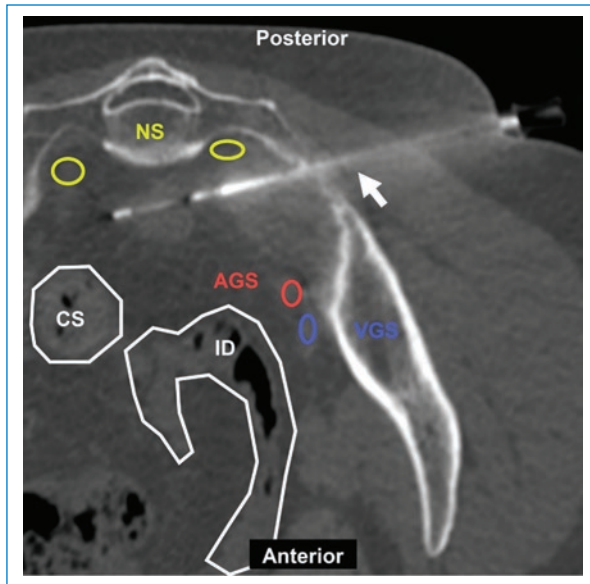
Mujer de 56 años con antecedentes de cáncer de recto con nódulo presacro en control oncológico. BP coaxial con acceso transglúteo lateral (flecha) bajo TC, reconstrucción multiplanar. Estructuras a evitar: NS: nervios sacros; AGS: arteria glútea superior; VGS: vena glútea superior; CS: colon sigmoide; ID: intestino delgado. Aguja utilizada: PL 18 G con Supercore 20 G (sistema semiautomático). Diagnóstico final: infiltración por adenocarcinoma.
